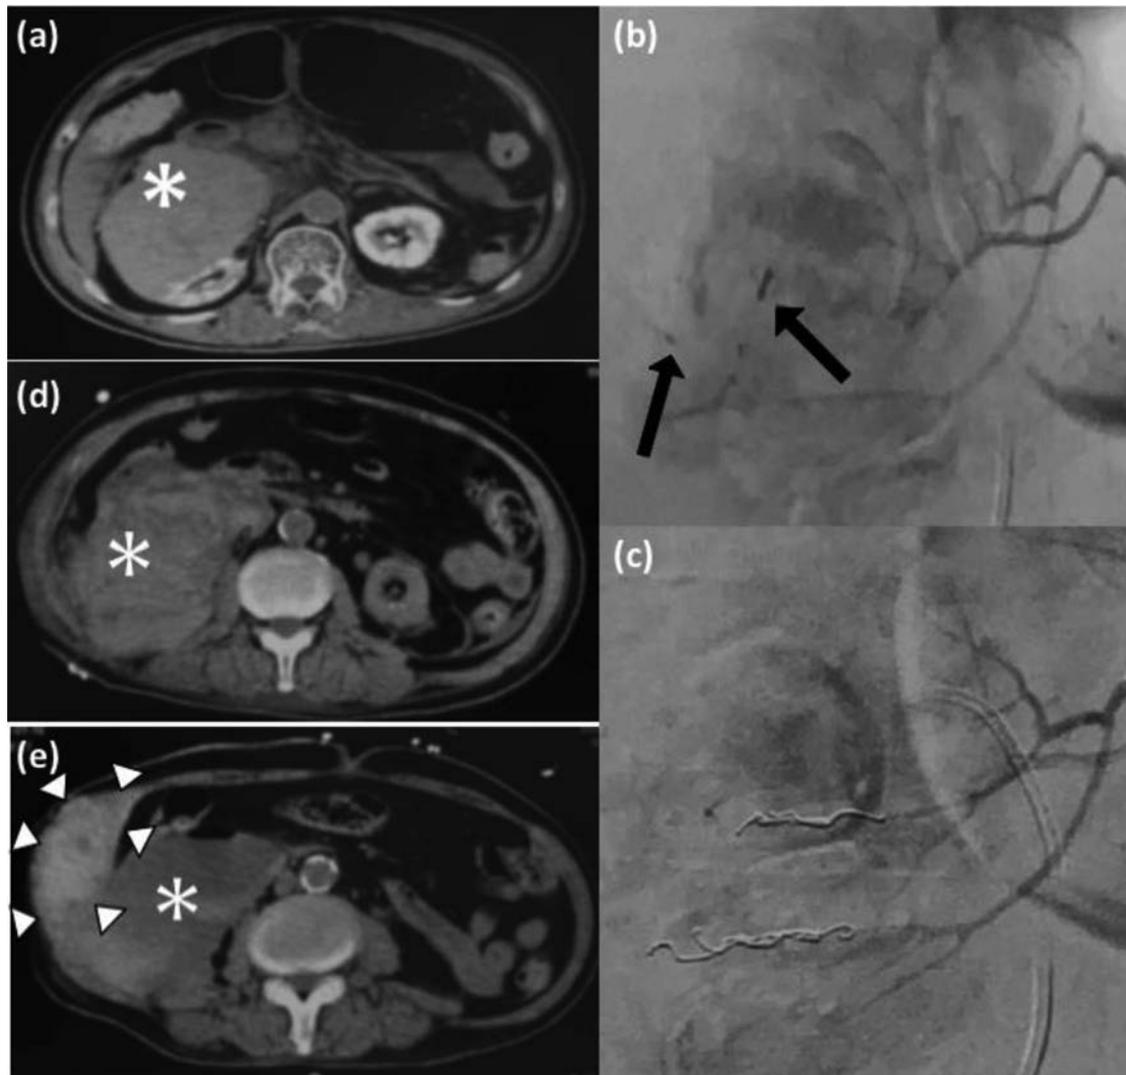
(a) On day 5, axial contrast-enhanced CT image shows a large amount of hematoma (asterisk) in the right perinephric space. (b) Right renal artery angiogram shows extravasation of contrast medium (arrows) from interlobar branches of right renal artery. (c) Completion angiogram shows complete embolization of the posterior branches. (d) On day 12, axial contrast-enhanced CT image shows retroperitoneal hematoma (asterisk) after nephrectomy. (e) On day 27, axial contrast-enhanced CT image shows retroperitoneal hematoma (asterisk) and intramuscular hematoma (arrowheads).
